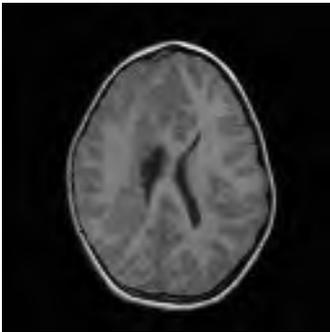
Displasia cortical. Tomografía axial T1 (3D/SPGR). Masa de tejido cortical deformando la pared del ventrículo lateral derecho y prolongándose hasta la corteza parietal.
